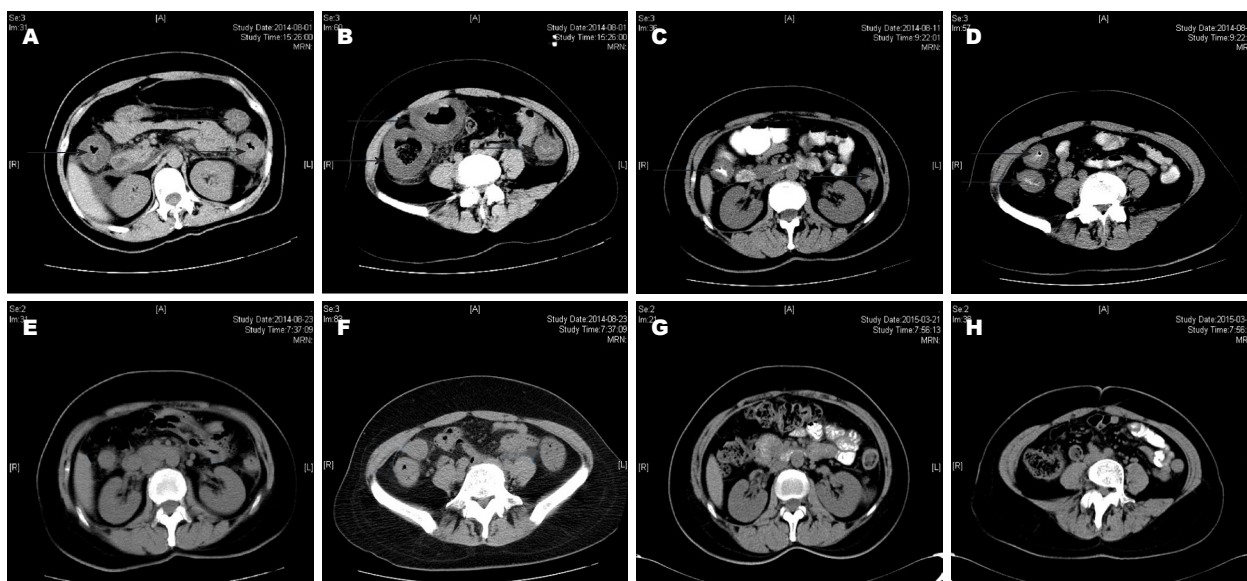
腹部CT前后变化. A, B: 全结肠管壁水肿增厚(箭头所示), 腹腔积液(2014-08-01); C-E: 结肠管壁水肿增厚较前减轻(2014-08-11和2014-08-23); G, H: 结肠管壁无明显增厚(2015-03-21).
